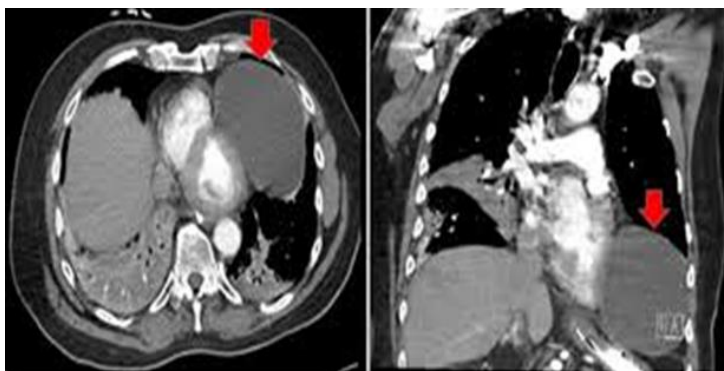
Chist pericardic la TC.
